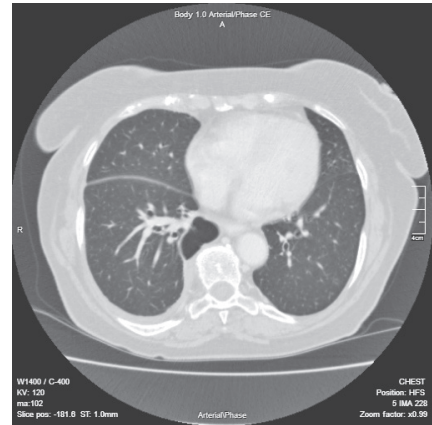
Аксіальний зріз КТ ОГК хворої К., якій було встановлено діагноз хронічного абсцесу нижньої частки правої легені
